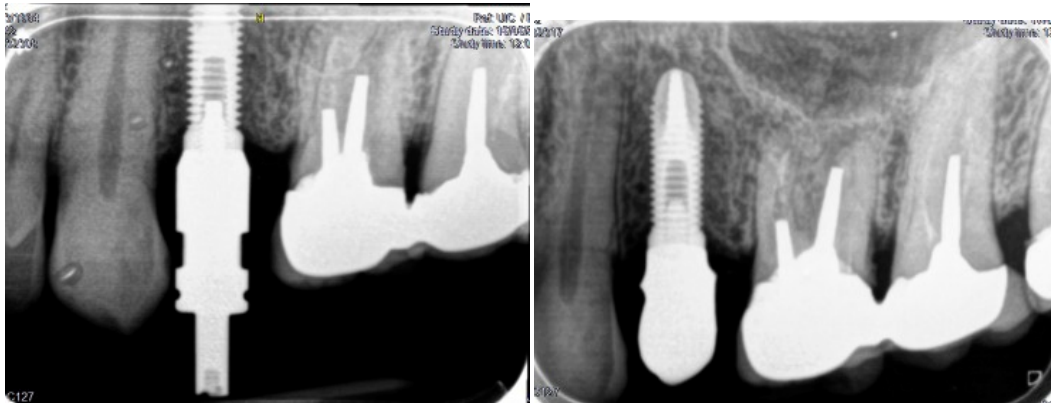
Izquierda: Radiografía de verificación de ajuste del pilar de transferencia. Derecha: Radiografía de verificación de ajuste durante la prueba de la estructura metálica.
